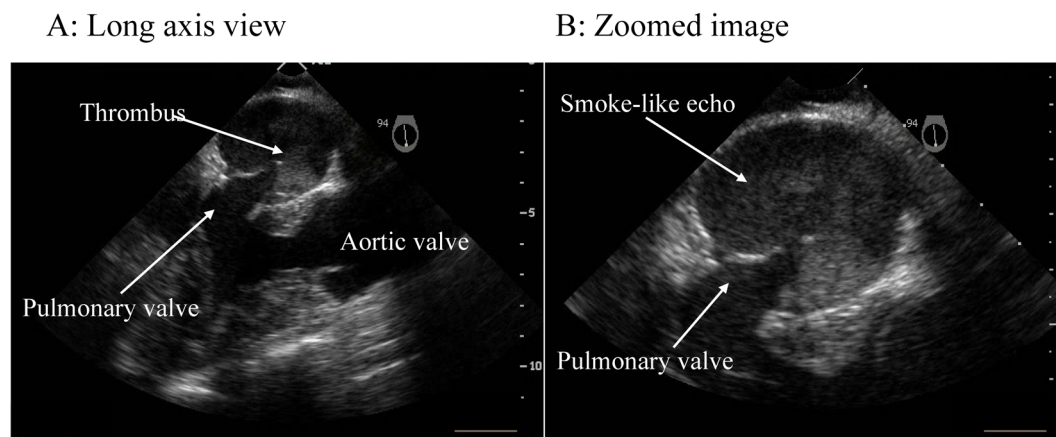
Transesophageal echocardiography findings in a patient with cerebral infarction from a thrombus in a blind intracardiac pouch
